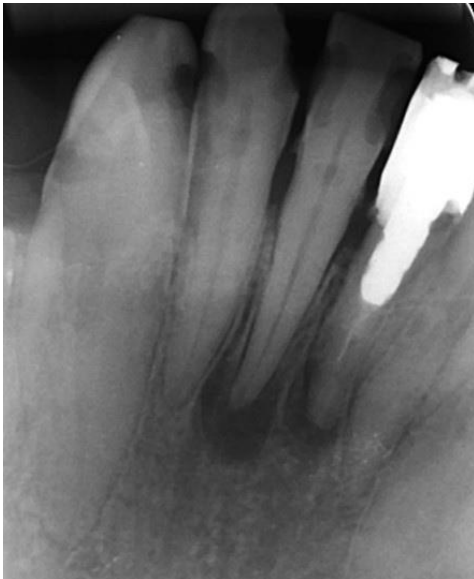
Radiografia Inicial
